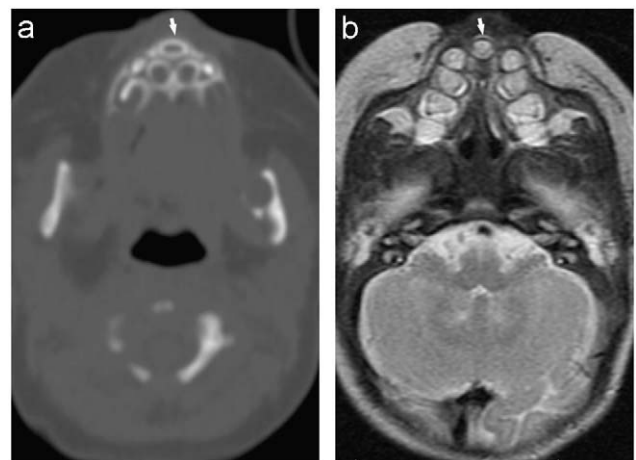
Megaincisivo central único (flecha) en plano transversal. a) Imagen de tomografía computarizada. b) Imagen de resonancia magnética, potenciada en T2.
